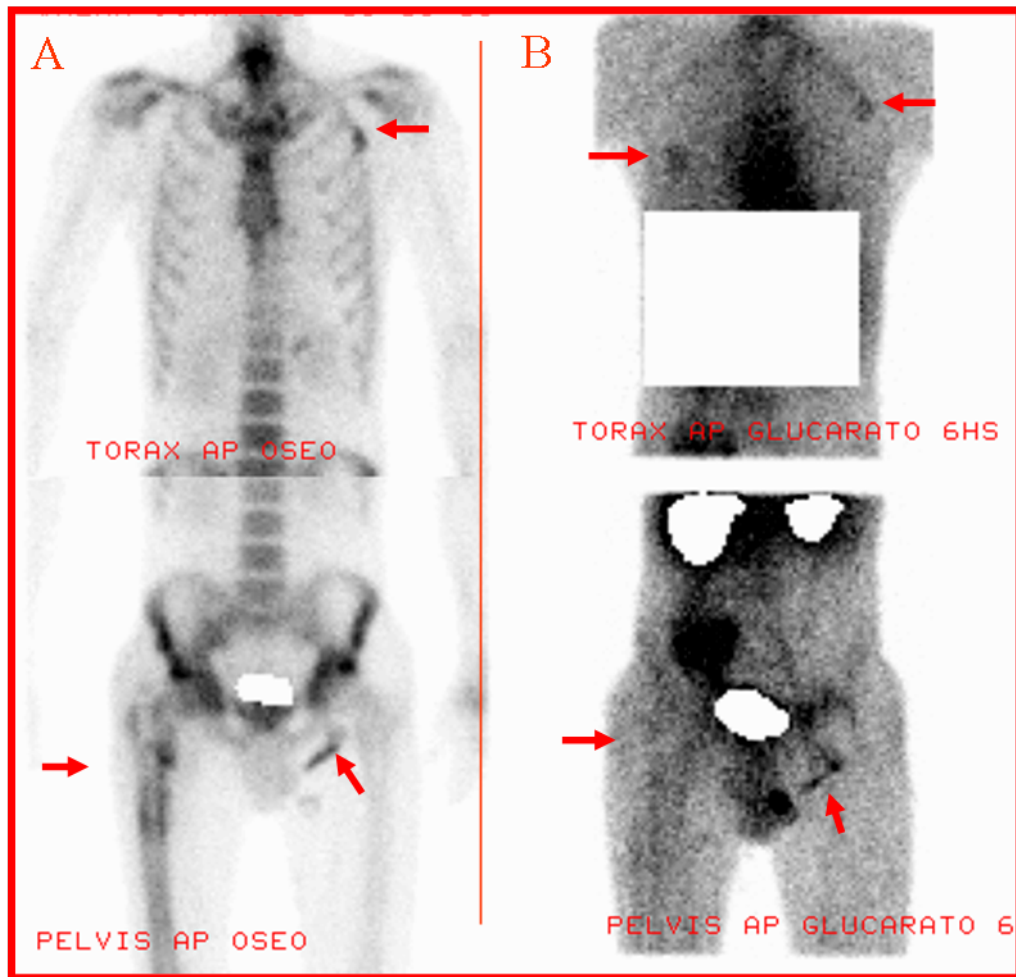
Paciente de 38 años, sexo masculino portador de cáncer de pulmón avanzado. Centellograma óseo (A) y con ^{99m}Tc -Glucarato (B). SPECT de tórax vista frontal (C) sagital (D) y transversal (E). Las flechas señalan las metástasis óseas y primitivas pulmonares. La captación próxima a isquion izquierdo señalado con la flecha en ambos estudios en la misma topografía puede corresponder a posibles metástasis inguinales con depósitos cálcicos.
